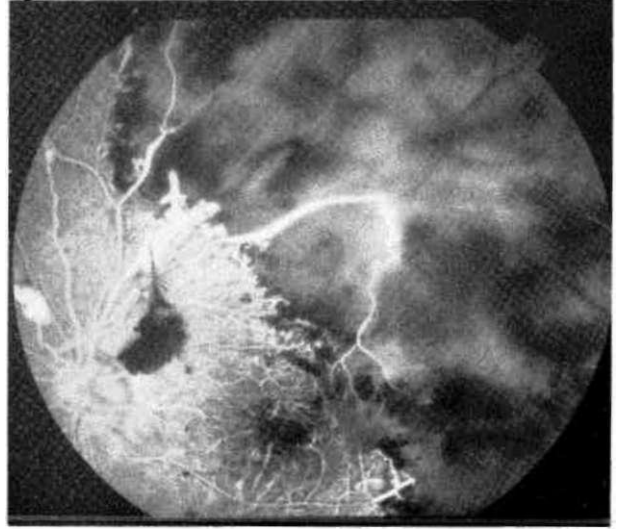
Anjiyografide damar duvarından boya sızıntısının retina yayılması.
